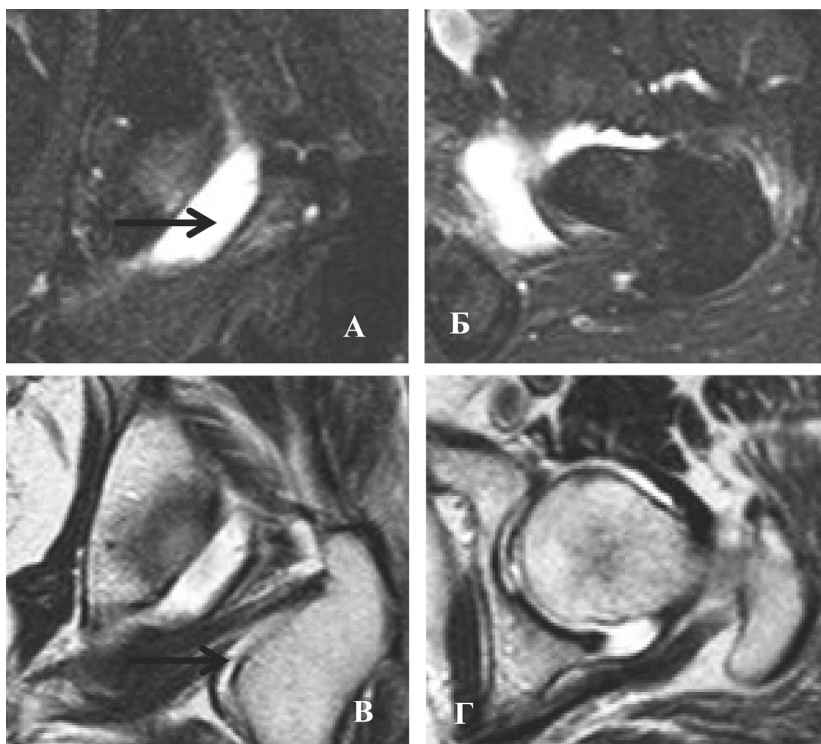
МРТ пациентки Т. Синовит тазобедренного сустава АНГБК II ст., синовит, подвздошно-поясничной бурсит:
